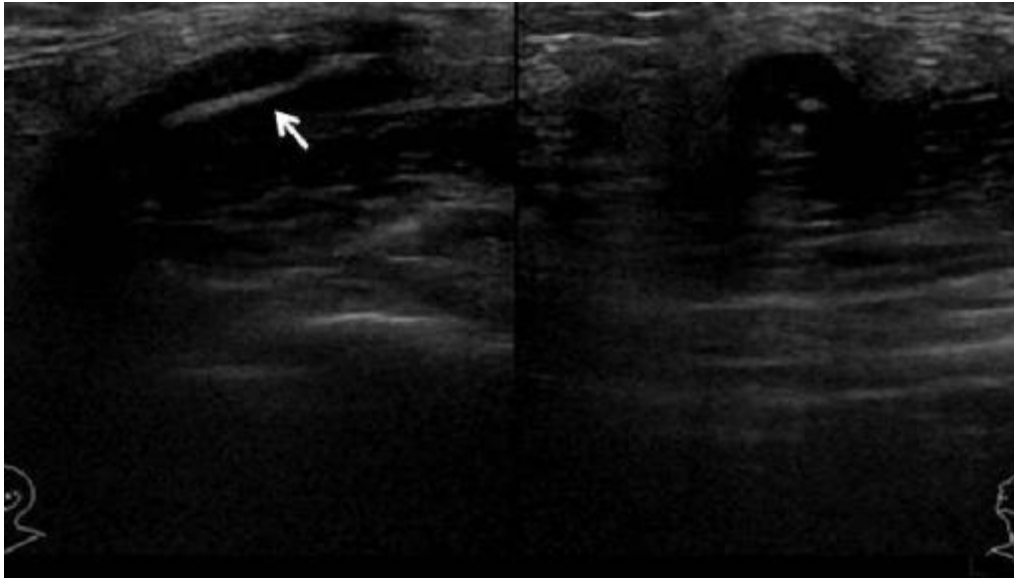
Ultrasound scan showing a linear foreign body-like hyperechoic area (16.0 _ 0.9 mm; arrow)
